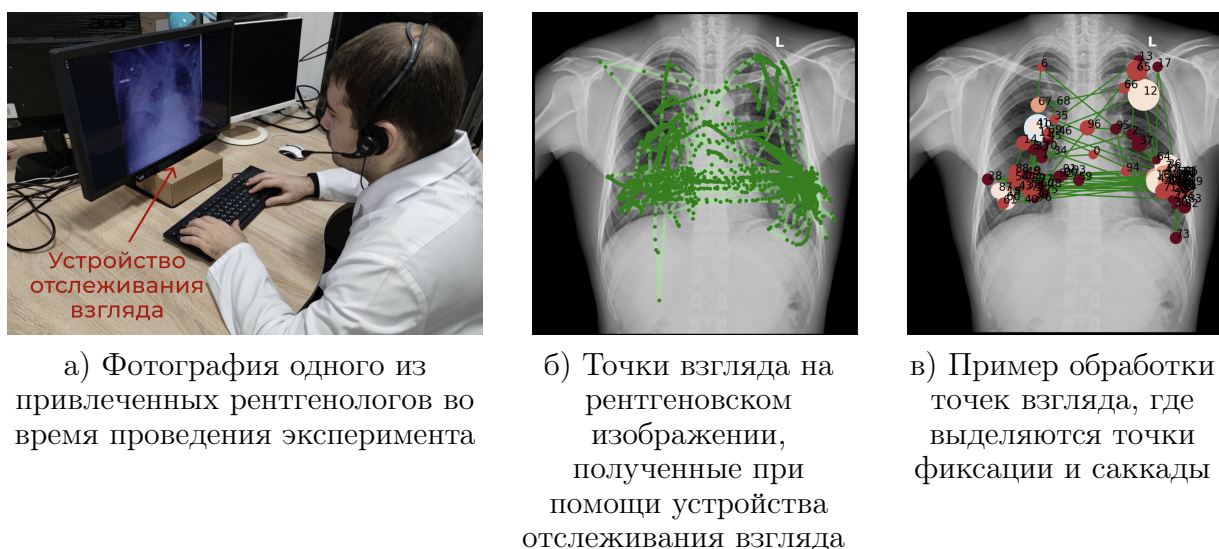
Демонстрация установки для отслеживания взгляда рентгенолога и пример обработки данных взгляда
